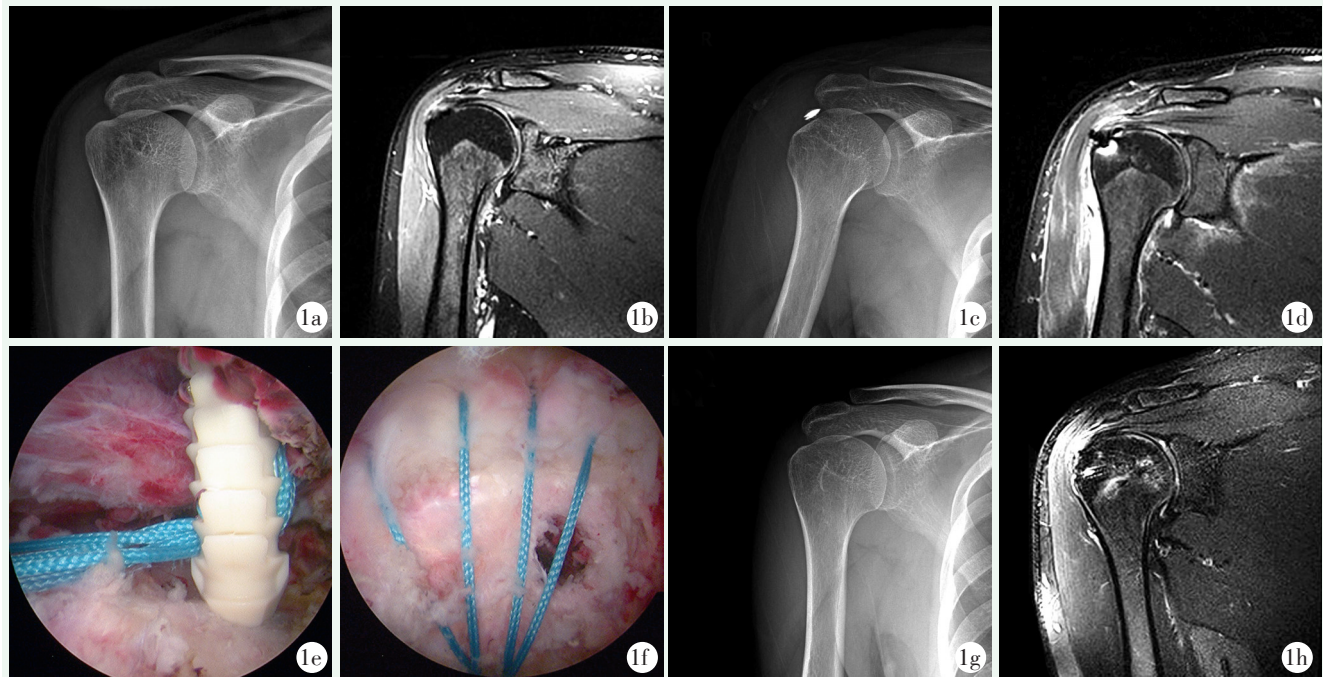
患者,男,48 岁 1a:初次术前右肩关节正位 X 线片示右肩关节肱骨大结节骨质疏松 1b:初次术前右肩关节 T2 压脂冠状位 MRI 显示右肩袖撕裂伴滑膜炎 1c:初次术后即刻右肩关节正位 X 线片示金属锚钉从肱骨头骨质疏松区拔出,移位至肩胛间隙 1d:初次术后右肩关节 T2 压脂冠状位 MRI 显示大结节囊性变,锚钉移位,肩袖撕裂伴滑膜炎 1e:翻修术中取出金属锚钉,使用 PEEK 外排挤压锚钉重新缝合固定撕裂肩袖 1f:于原钉道外侧骨质坚固处重新置钉,缝线桥技术缝合固定肩袖 1g:翻修术后半年 X 线片示大结节处骨质无明显骨质疏松 1h:翻修术后半年右肩关节 T2 压脂冠状位 MRI 显示锚钉位置良好,肩袖撕裂已愈合
